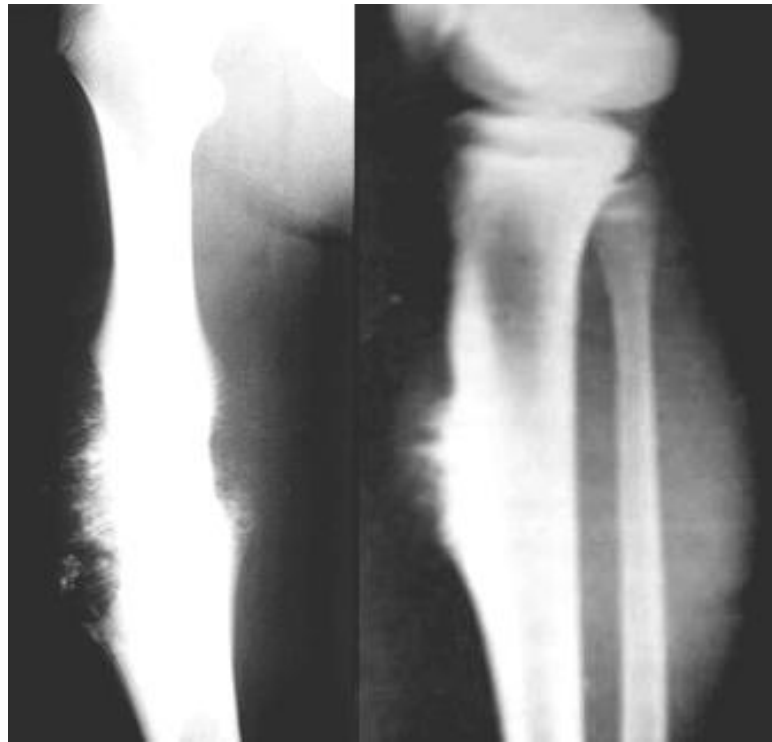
Рентгенограми стегнової і великої гомілкової кісток в прямій проекції різних пацієнтів. Діафізарна кортикальна ОС – у діафізах кісток визначається нерівномірна деструкція кортикального шару, відмежована біля полюсів утворень звапнянілим періостальним козирком і масивним нерівномірним спікулоподібним періостозом.
